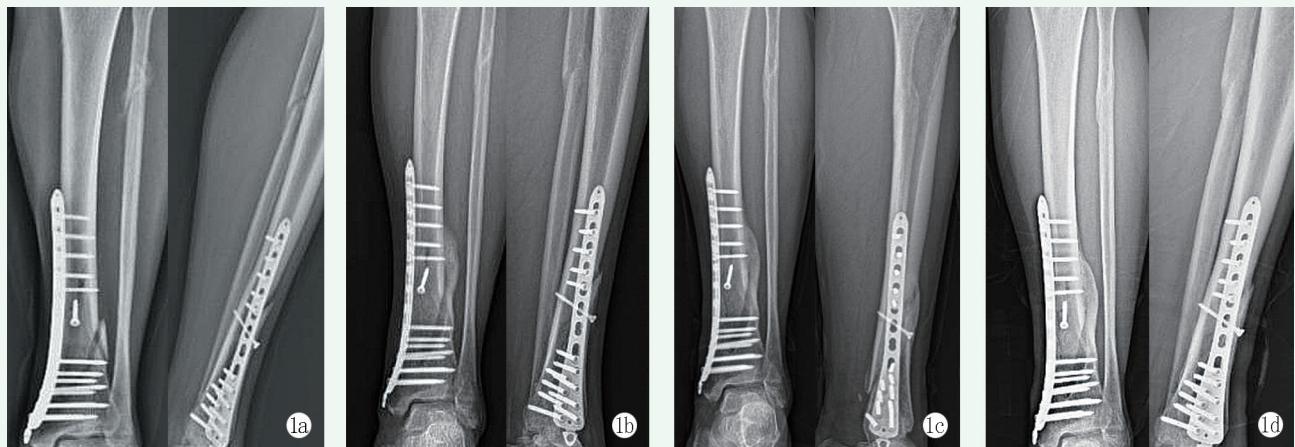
患者，女，46岁，左胫腓骨折开放复位钢板内固定后骨不连接，接受富血小板血浆裂解液局部注射联合接骨药丸口服治疗。1a：初次术后9个月X线片显示骨折线清晰，内固定无松动；1b：治疗后2个月X线片显示骨折线模糊；1c：治疗后4个月X线片显示骨折已愈合，但局部塑形不完善；1d：治疗后6个月X线片显示骨折愈合，局部骨痂已塑形。
